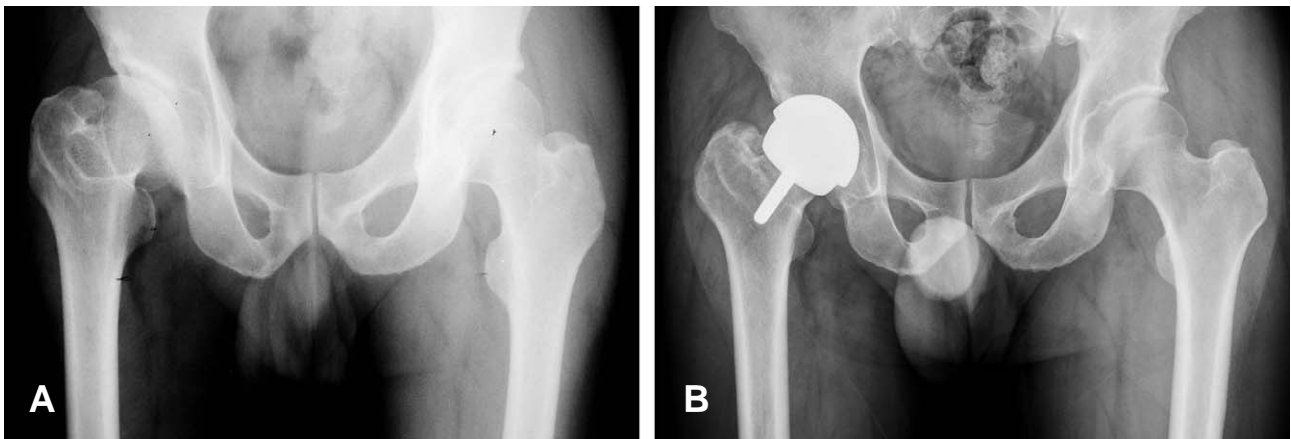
(A) Preoperative A-P radiograph of the right hip of a 42-years old man with mild osteoarthritis due to LCP sequelae. (B) Postoperative radiograph taken at 4 years shows about 2 cm-limb length discrepancy.
